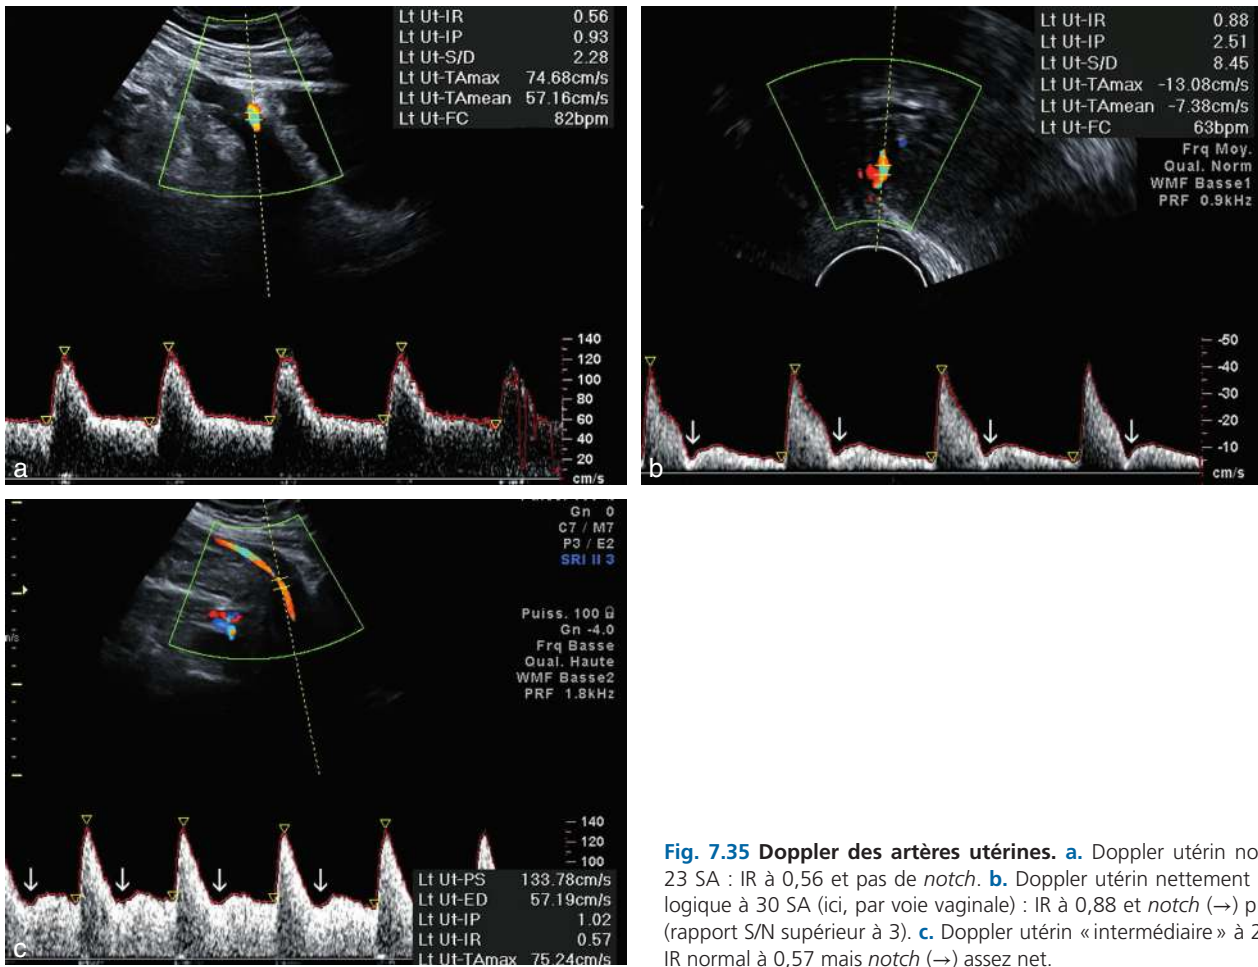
Doppler des artères utérines. a. Doppler utérin normal à 23 SA : IR à 0,56 et pas de notch. b. Doppler utérin nettement pathologique à 30 SA (ici, par voie vaginale) : IR à 0,88 et notch (→) profond (rapport S/N supérieur à 3). c. Doppler utérin « intermédiaire » à 26 SA : IR normal à 0,57 mais notch (→) assez net.
